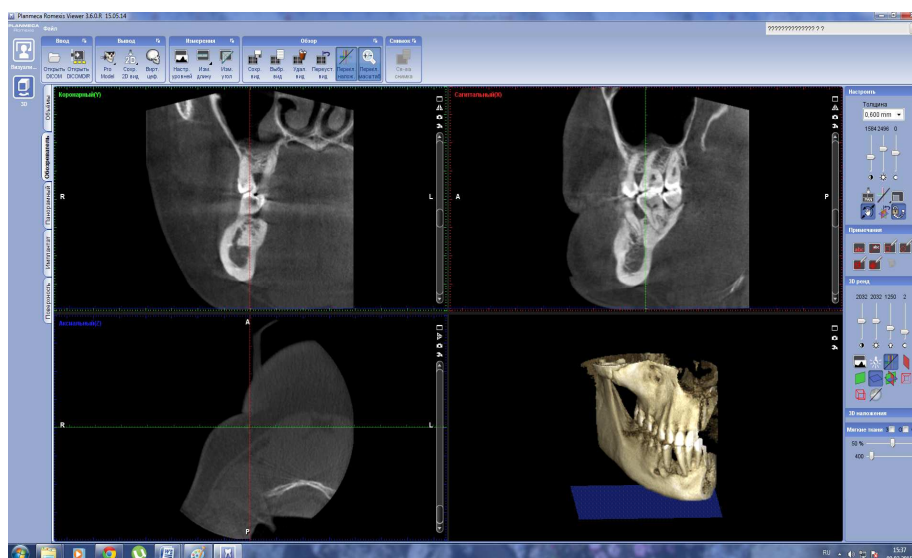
Трехмерное изображение результатов томограммы
